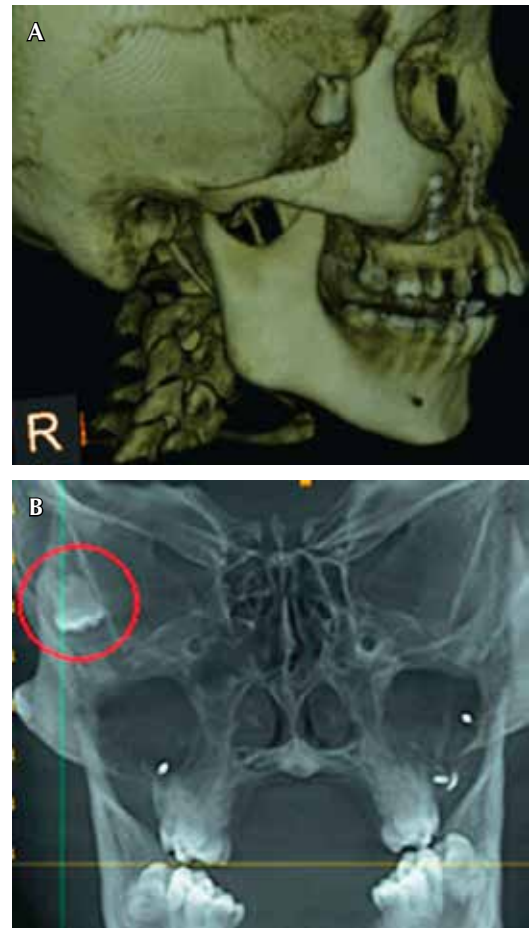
(A y B) Preoperatorio, tomografía computarizada Cone beam que muestra la localización del tercer molar superior derecho desplazado.
